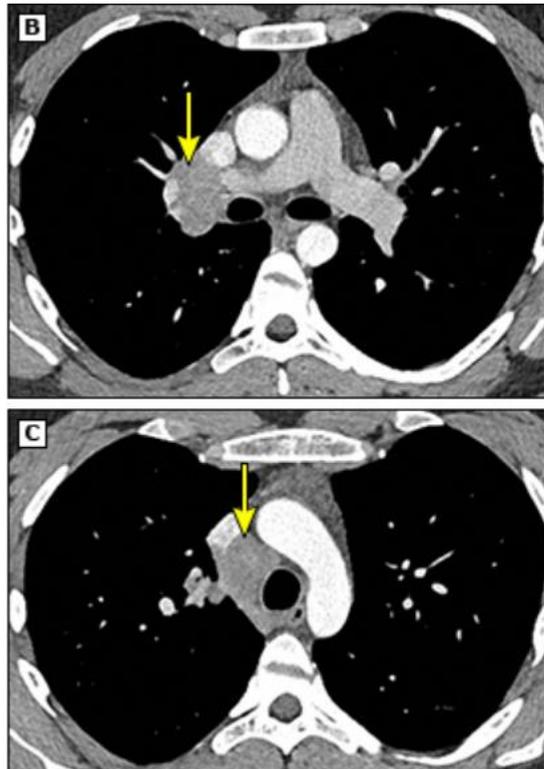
Radiografía de tórax se señala ensanchamiento de la franja paratraqueal derecha e hilio derecho prominente.*
